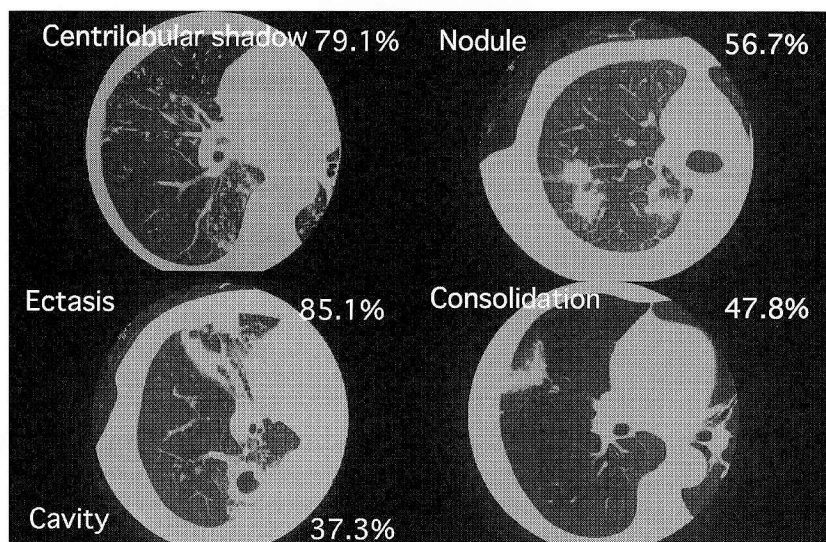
Example of chest CT findings and frequencies of each radiological finding
